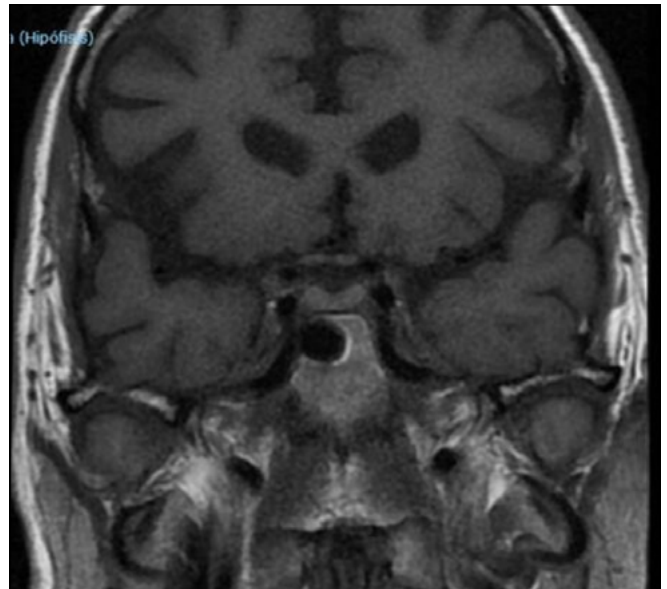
RMN craneal corte coronal sin hallazgos relevantes.
